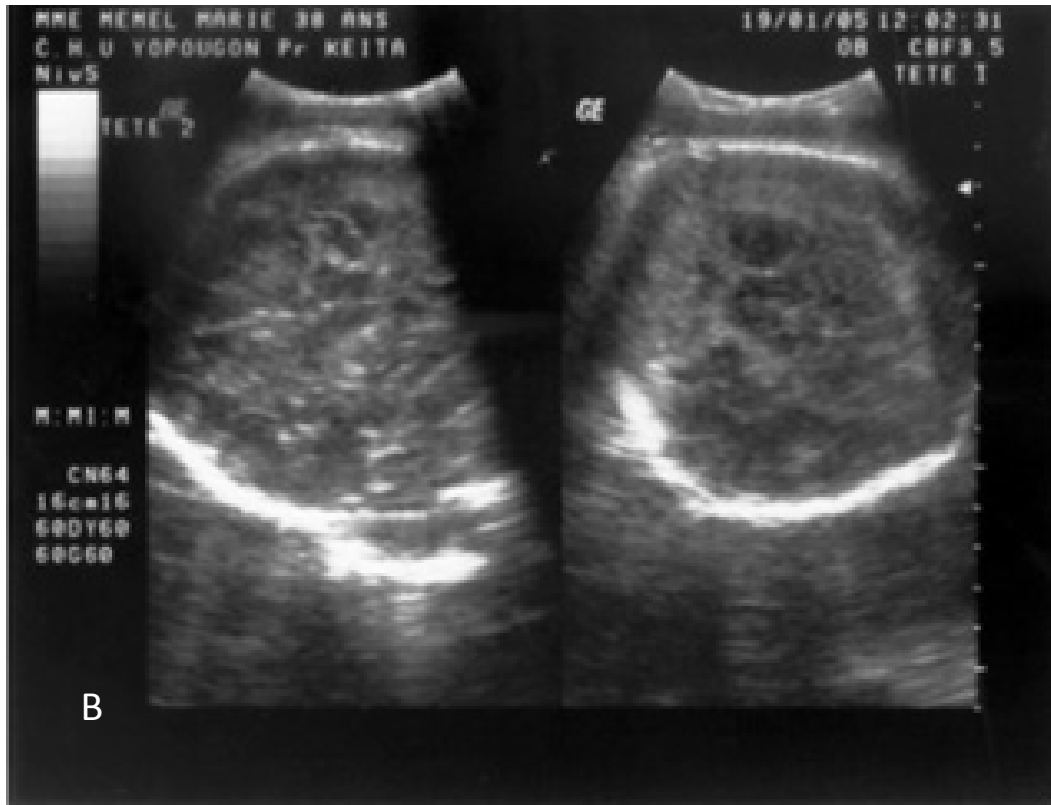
b) aspect échographique normal des parties antérieures des pôles céphaliques [30].
